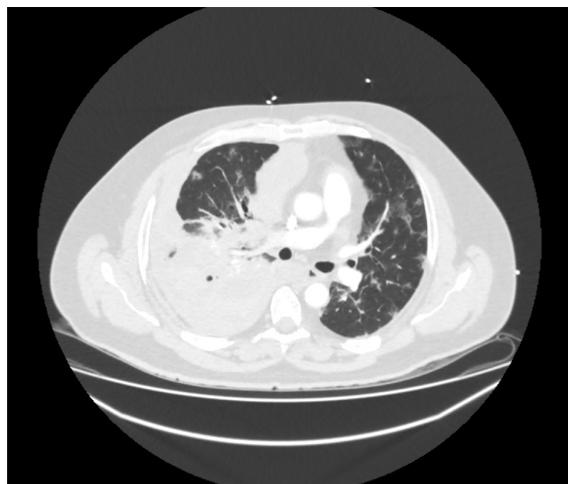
Corte axial a nivel valvular del TAC con contraste intravenoso.
